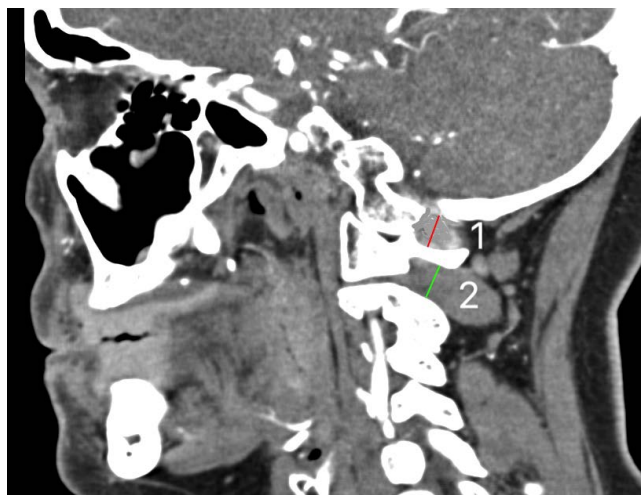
КТ позвоночника шейного отдела в сагиттальной проекции: 1 – красный (1) – атланто-затылочный промежуток; 2 – зеленый (2) – промежуток между первым и вторым шейными позвонками
